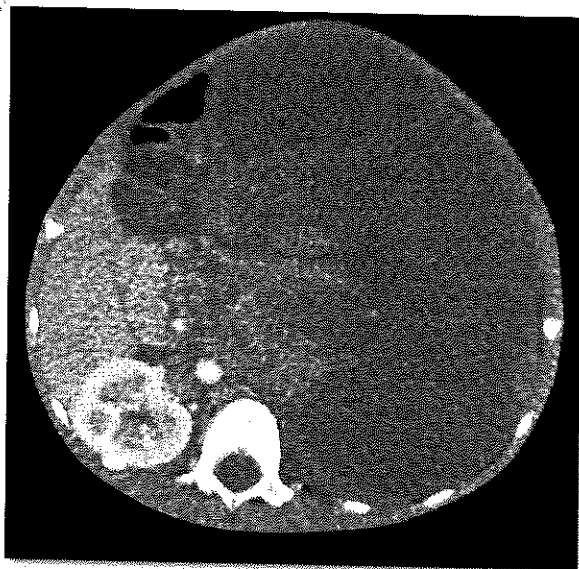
Tomografía de abdomen. Masa renal izquierda gigante compatible con Tumor de Wilms
